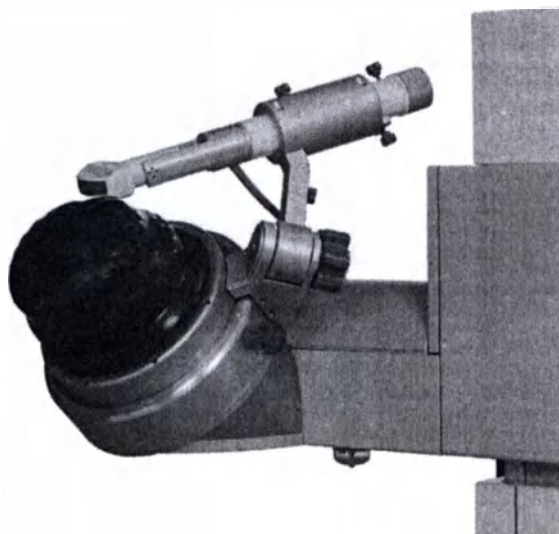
Держатель датчика УЗИ
